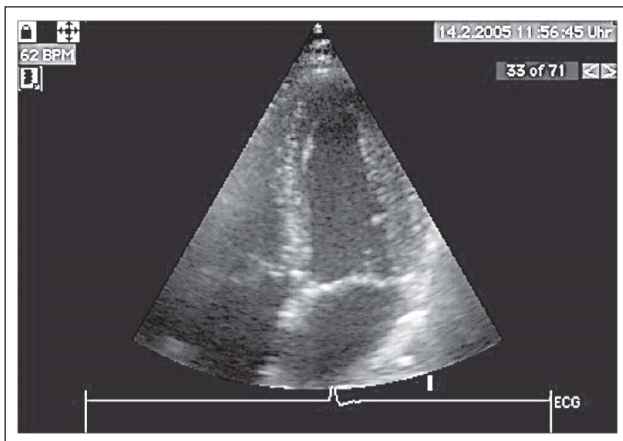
Echokardiographie nach 6 Wochen. Im apikalen Vierkammerblick (Systole) zeigt sich eine normale Kontraktilität aller Segmente des linken Ventrikels.
